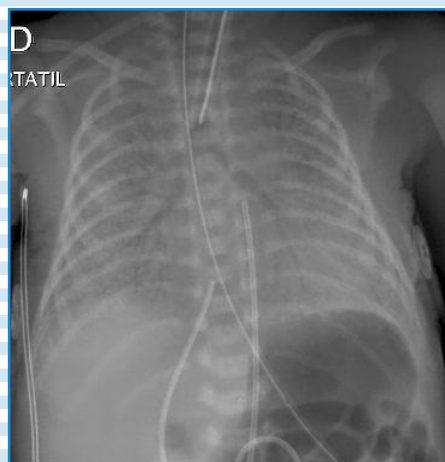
RADIOGRAFÍA DE RECIÉN NACIDO PREMATURO CURSANDO EMH.
